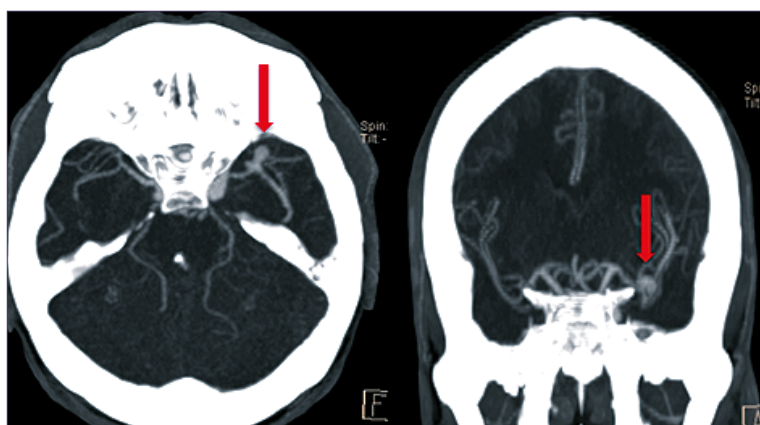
Angiotomografía craneo que muestra. Aneurisma sacular en el segmento M2 de la arteria cerebral media izquierda con diámetro de 8x6 mm en sus mayores ejes axiales, con una base de 3 mm. Hipoplasia de la comunicante posterior izquierda y dominancia de la arteria vertebral derecha.
